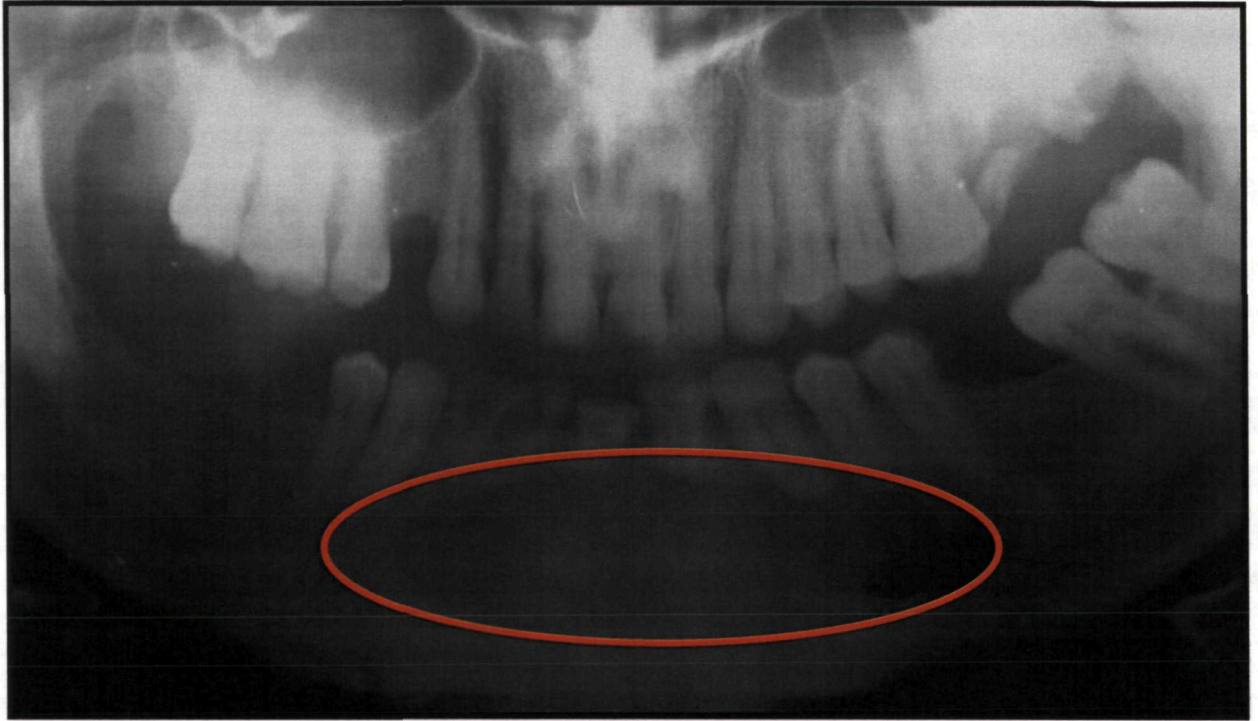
Отпечаток ортопантомограммы больного Р. Радикулярная киста нижней челюсти размером 9х4 см в области 34-44 зубов
